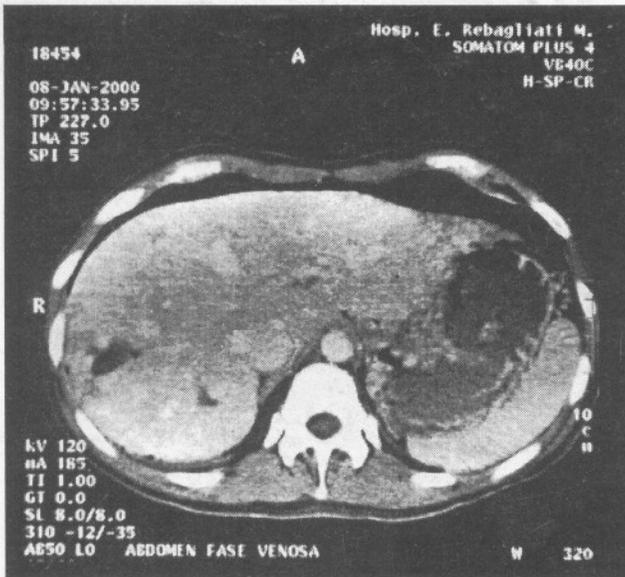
TAC helicoidal: fase venosa hepática
